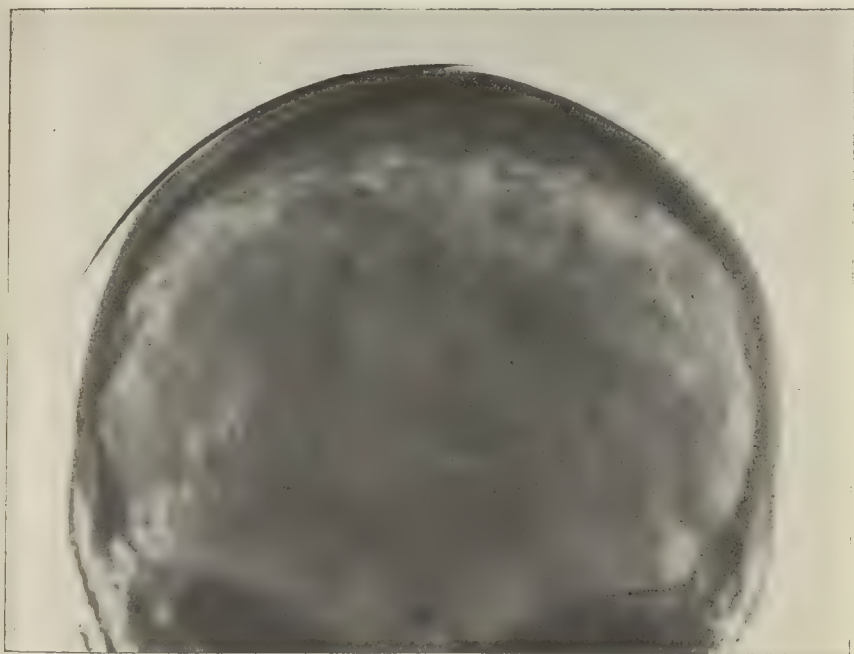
Cette radiographie montre que le processus ostéomyélique a dépassé les sutures et a envahi les temporaux et les pariétaux.
